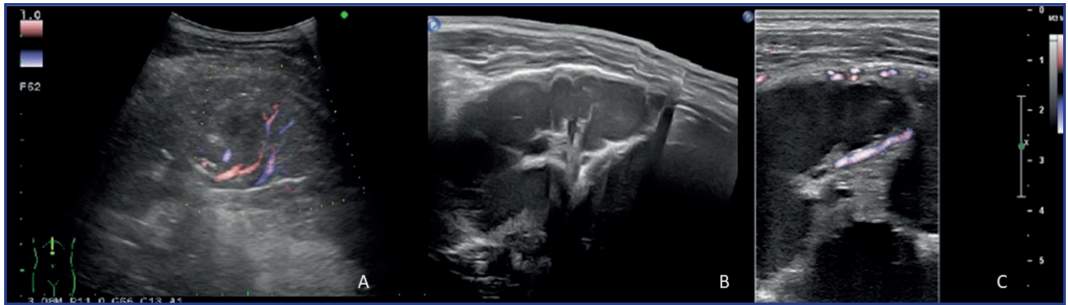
(A): Absceso pulmonar. A la derecha, ecografía en donde se identifica una zona de consolidación heterogénea con áreas centrales de menor ecogenicidad, la vascularidad periférica es clave en el diagnóstico. (B y C): Neumonía necrotizante. A la izquierda se observa barrido extendido sobre una zona de consolidación heterogénea con amplias zonas hipoecoicas en su interior y septos; a la derecha la aplicación Doppler color facilita el diagnóstico, al observarse vascularidad lineal en su interior.
